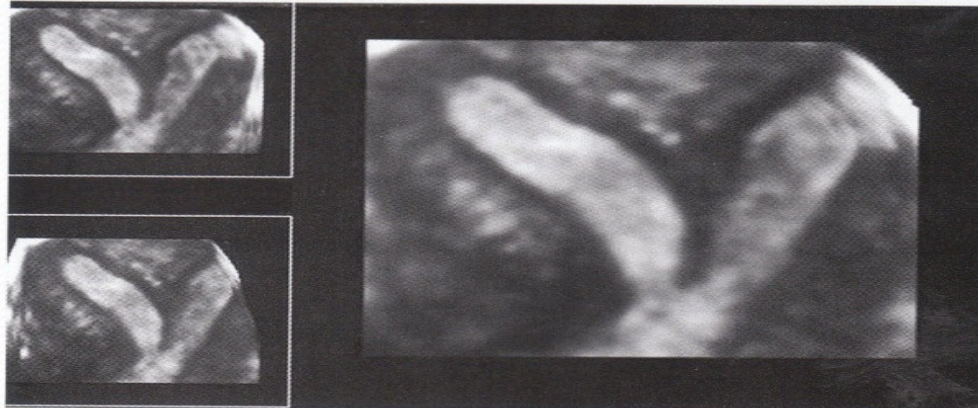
Three-dimensional ultrasound and frontal reformatted section of a complete septate uterus. Note clear division of the entire uterine cavity.
